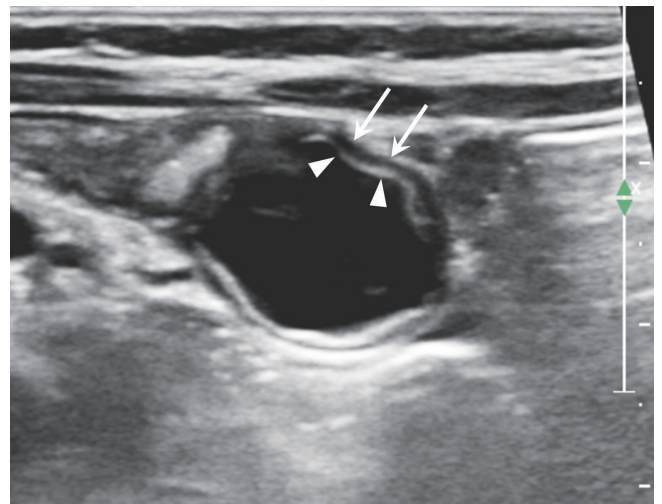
Duplication cyst. Ultrasound image shows the characteristic 'double wall sign' of an enteric duplication cyst: an inner hyper-echoic lining containing the mucosa of the intestine (arrowheads) and the outer hypo-echoic layer of smooth muscle (arrows), closely attached to the gastrointestinal tract.
